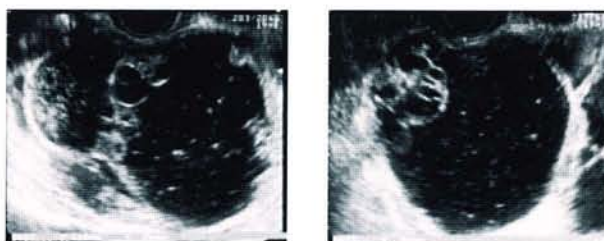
ムチン性嚢胞腺腫の超音波断層図およびドブラ法。
